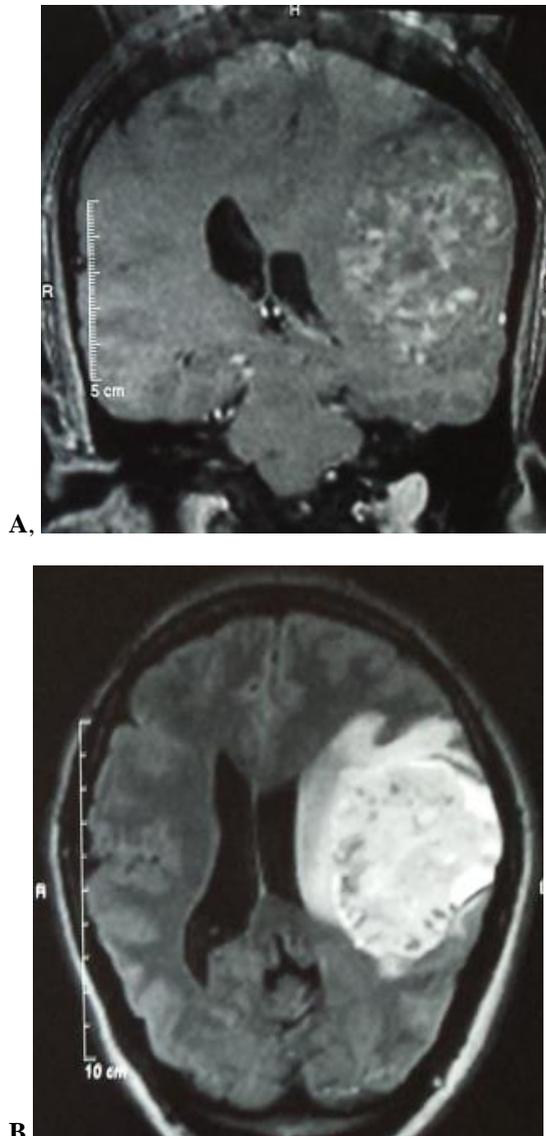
(A, B) : IRM aspect en sel et poivre avec calcifications.
